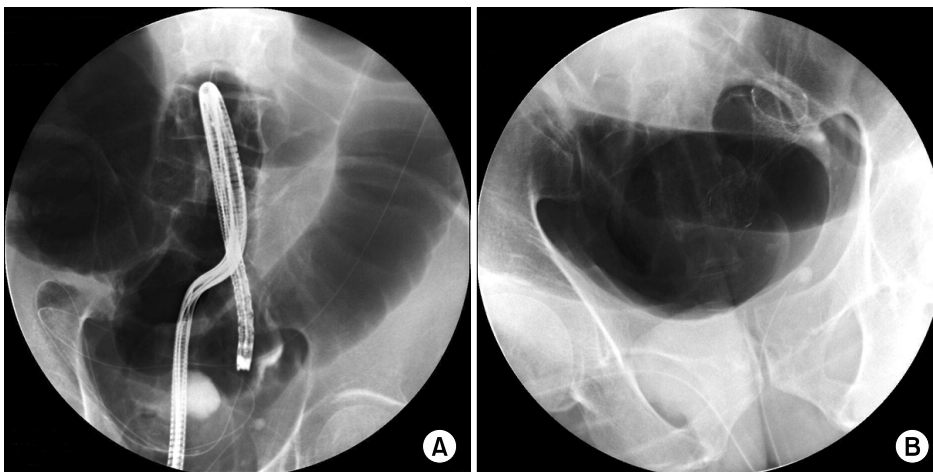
Radiographic views of stent placement. (A) Guide wire through the mass. (B) Well-positioned metallic stent.
